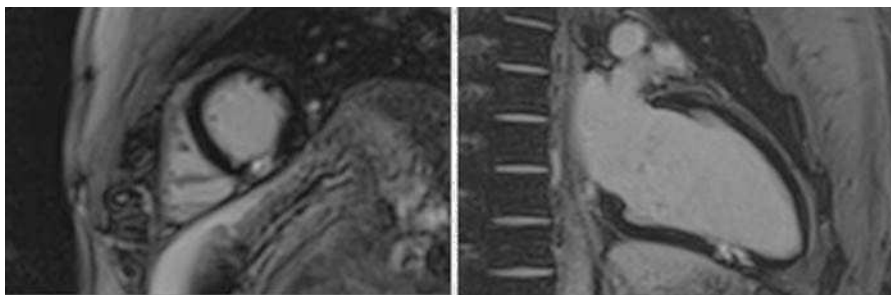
Resonancia cardiaca, realce tardío transmural.
